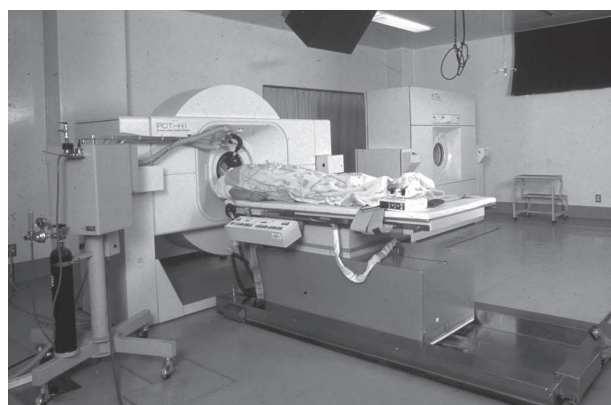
1984年に群大に設置された横並びPET/CT
